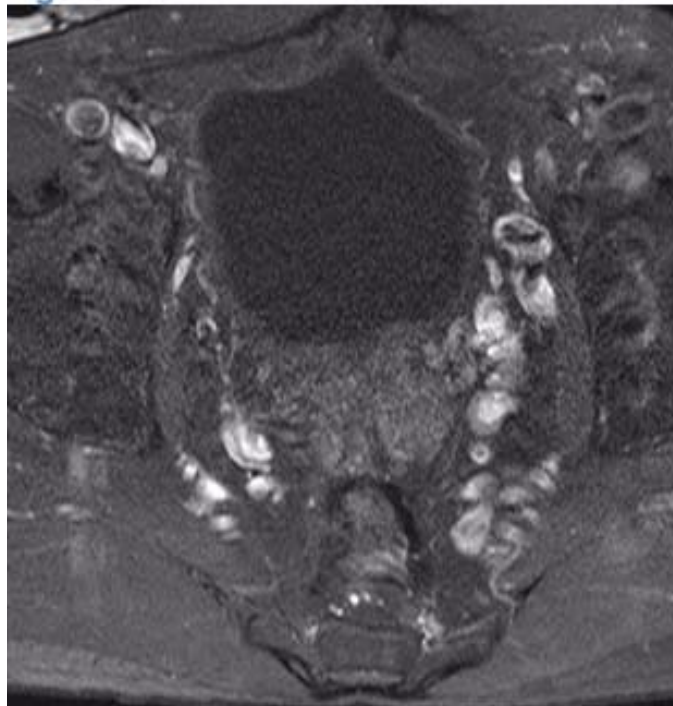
Fibrose pré-sacrée après AAP. IRM en T1 après injection de gadolinium et suppression de graisse. Fibrose pré-sacrée d'allure nodulaire (après AAP) ; cette masse pré-sacrée présente des limites symétriques ; elle est circonscrite par une coque fibreuse épaisse et se rehausse peu après injection de gad.
